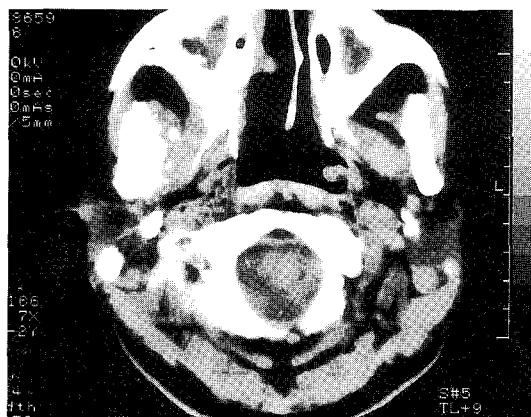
CT scan showing newly formed bony destructive lesion at the right mandibular condyle with periosteal reaction.
